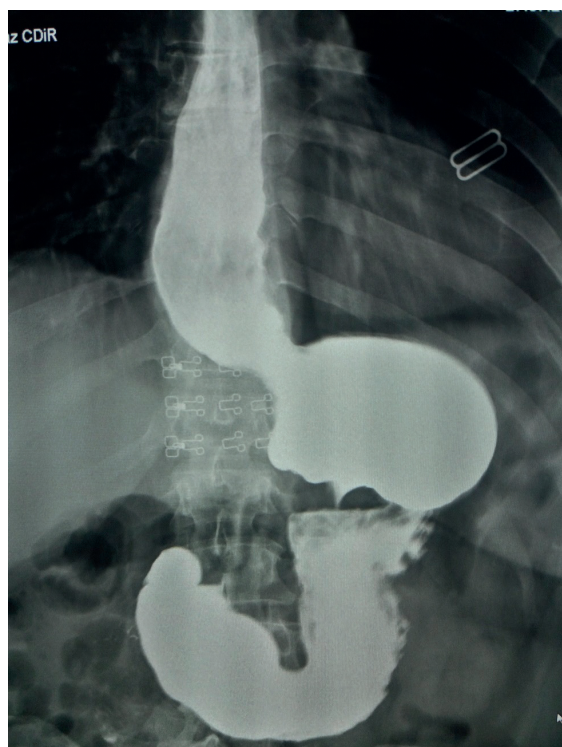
Рентгенография пищевода и желудка: супрастенотическое расширение пищевода и резкое сужение просвета верхней трети желудка. / Fig. 4. Radiography of the esophagus and stomach: suprastenotic expansion of the esophagus and a sharp narrowing of the lumen of the upper third of the stomach.
